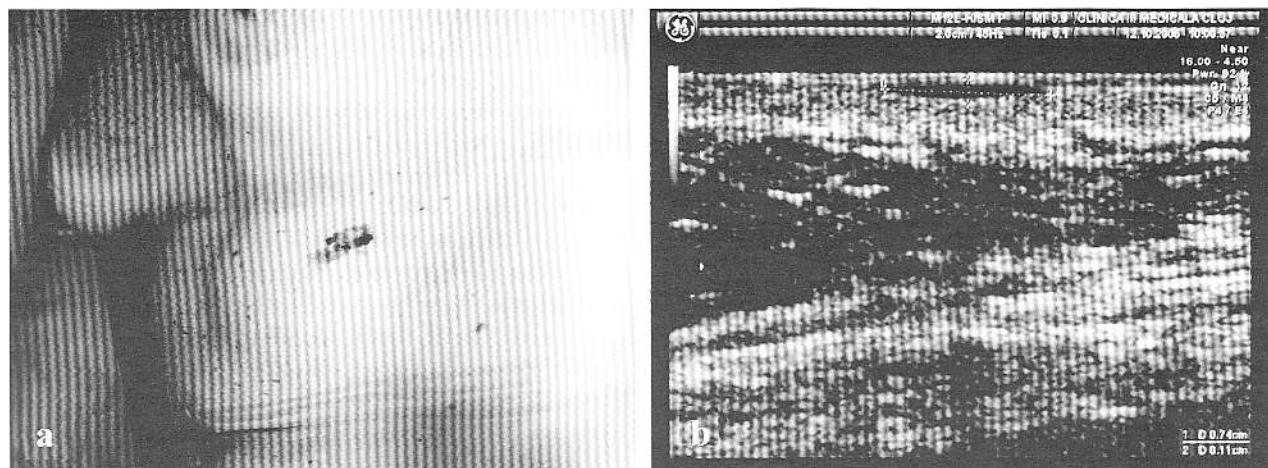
Melanom cutanat malign – formă extensivă în suprafață (a – foto leziune; b – aspect ecografic). Aspectul ecografic este aproape inaparent – aria hipoechogenă subțire, situată imediat sub transductor ($d = 0.11\text{--}0.7$ mm).
